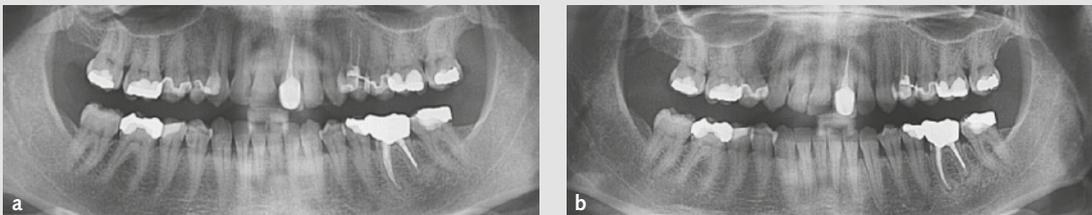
Initiales (a) und finales (b) Orthopantomogramm mit insuffizienten endodontischen Versorgungen.
